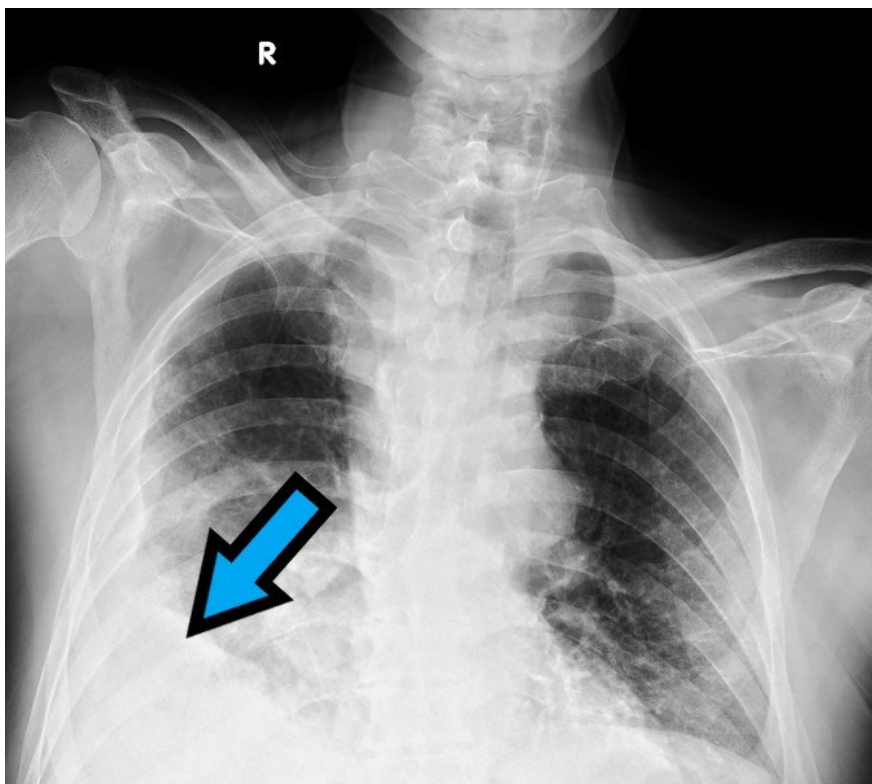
Appearance of haemothorax on chest radiography
